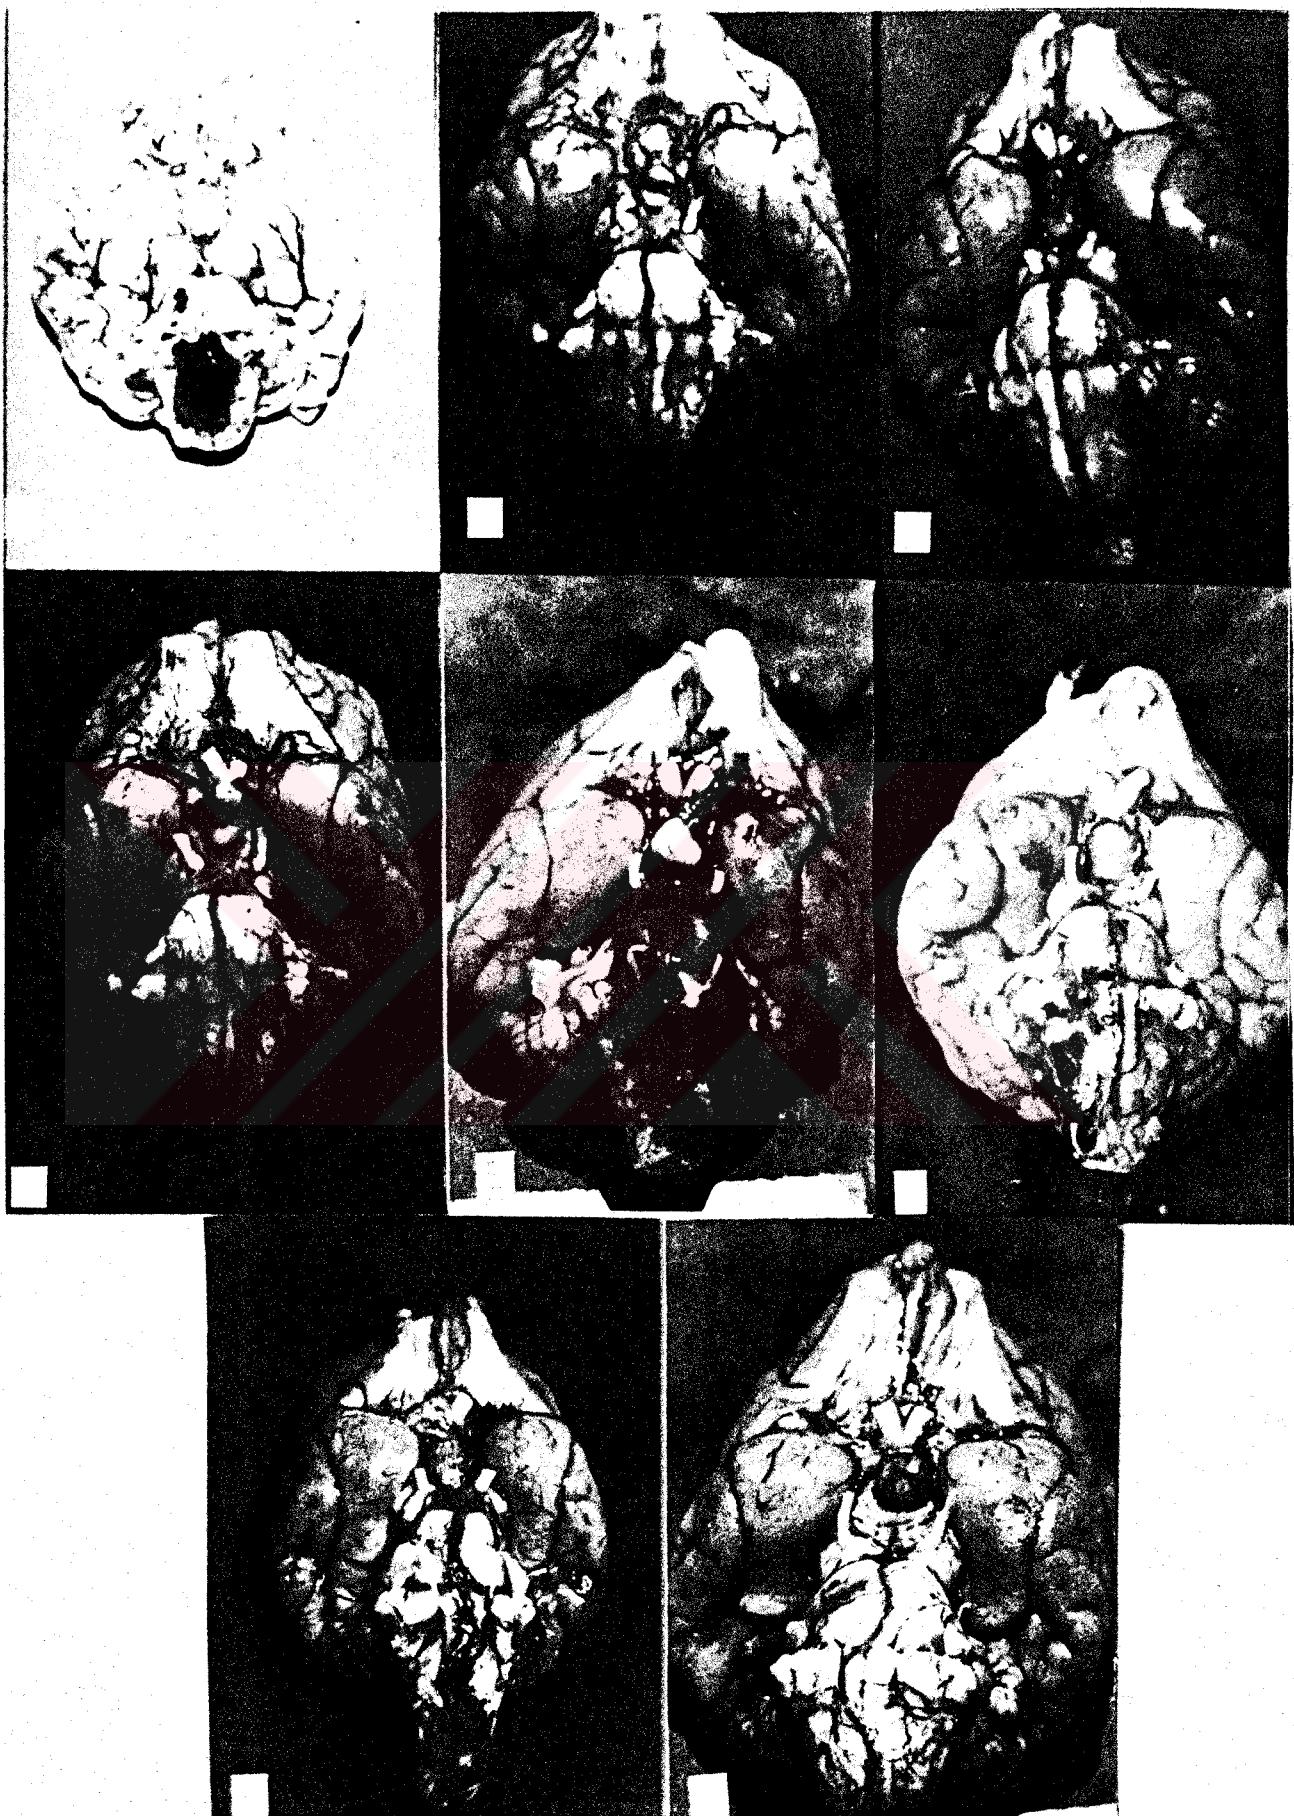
Düşük molekül ağırlıklı dekstran grubunun SAK sonrası anjiografisi
